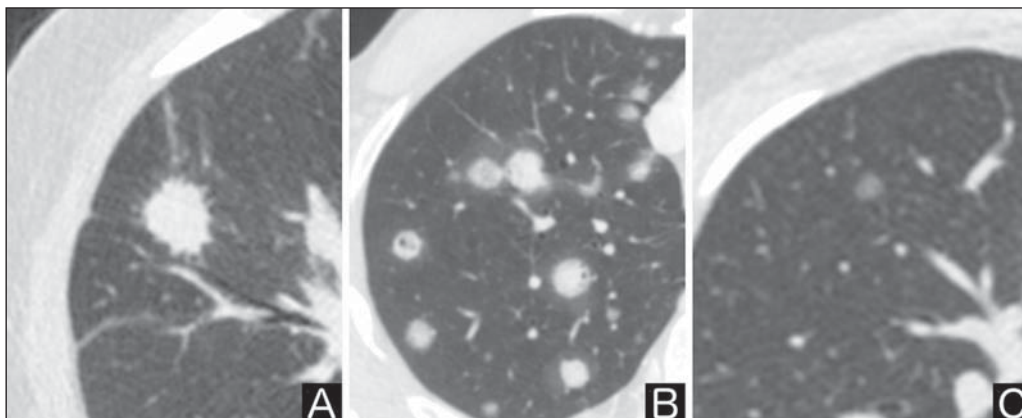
Atenuação. TC de tórax em janela pulmonar. A: Sólido. B: Parcialmente sólidos. C: Não sólido.
